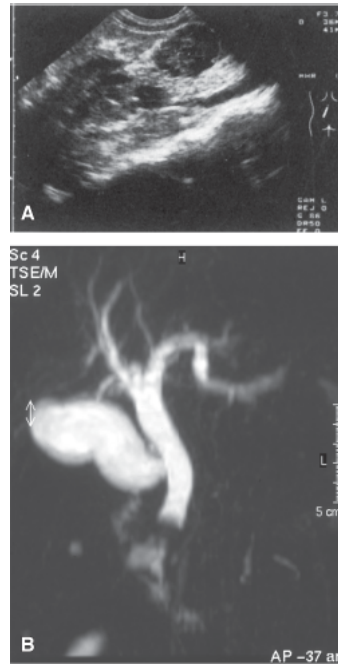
A. Ultrassonografia: várias formações císticas no fígado. B. Colangiressonância.
